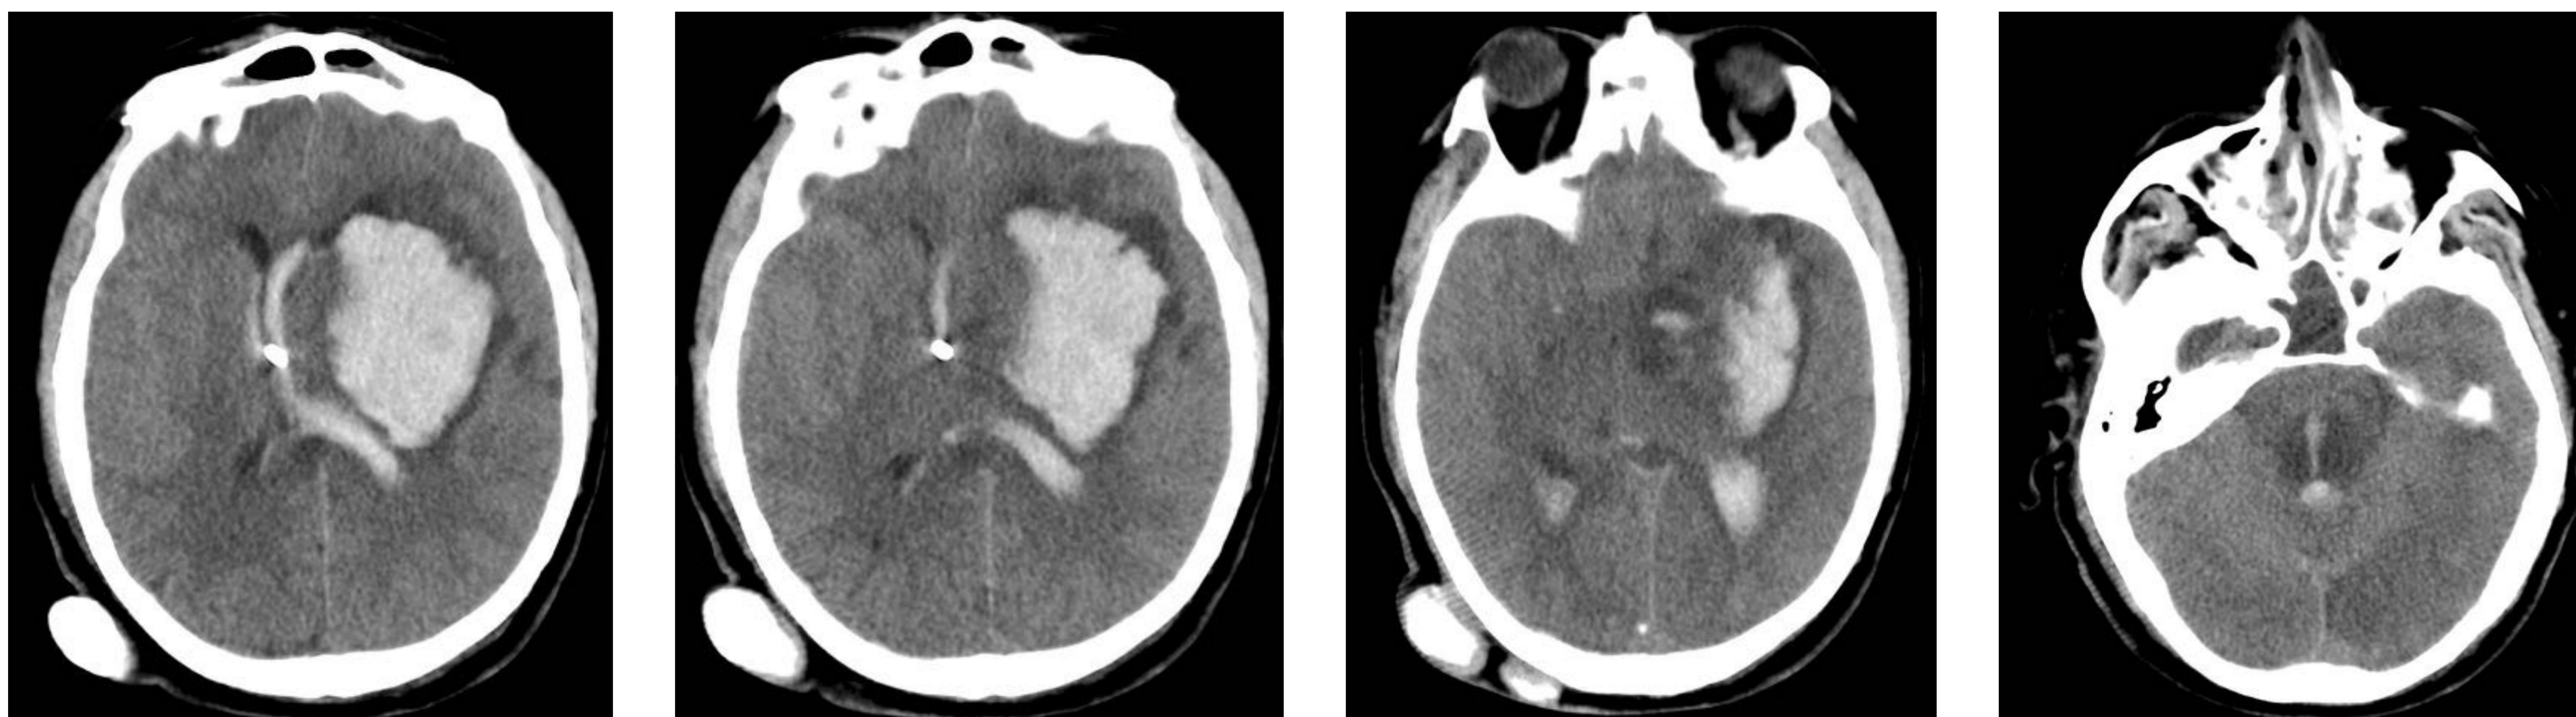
y 37 (cortes axiales TC): hematoma en ganglios basales izquierdos comunicado a sistema ventricular. Herniación transtentorial descendente complicada con edema en mesencéfalo y hemorragia de Duret. Herniación subfalcina con desplazamiento de la línea media de 1,6 cm.
